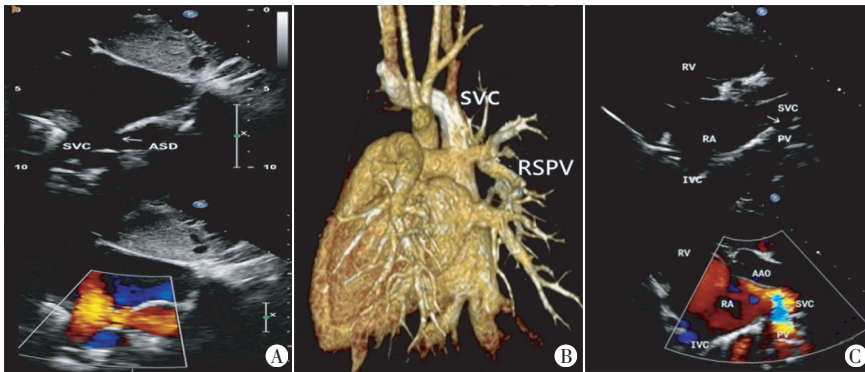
A:超声心动图二维、彩色仅提示房间隔缺损;B:CT三维重建提示心上型APVC;C:该漏诊病例再次对照CT,经心脏二维与彩色超声扫描到右上肺静脉汇入上腔静脉。SVC:上腔静脉;ASD:房间隔缺损;RSPV:右上肺静脉;RV:右室;RA:右房;IVC:下腔静脉;PV:肺静脉;AAO:升主动脉
